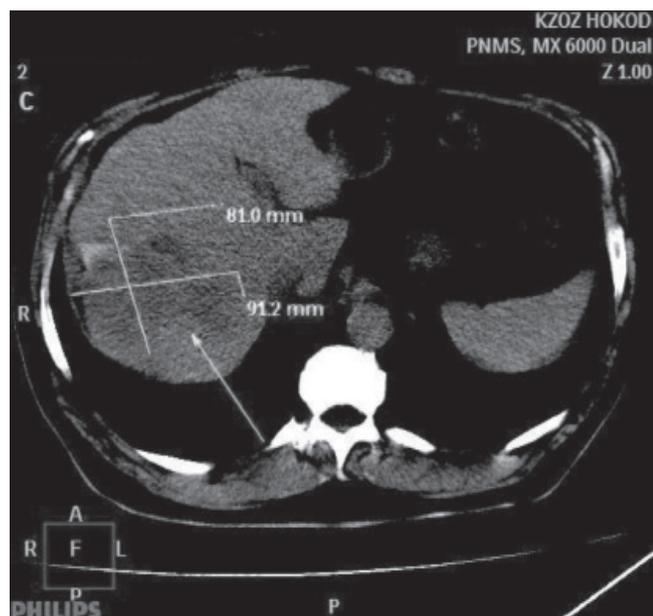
Компьютерная томограмма больного А. до начала лечения
